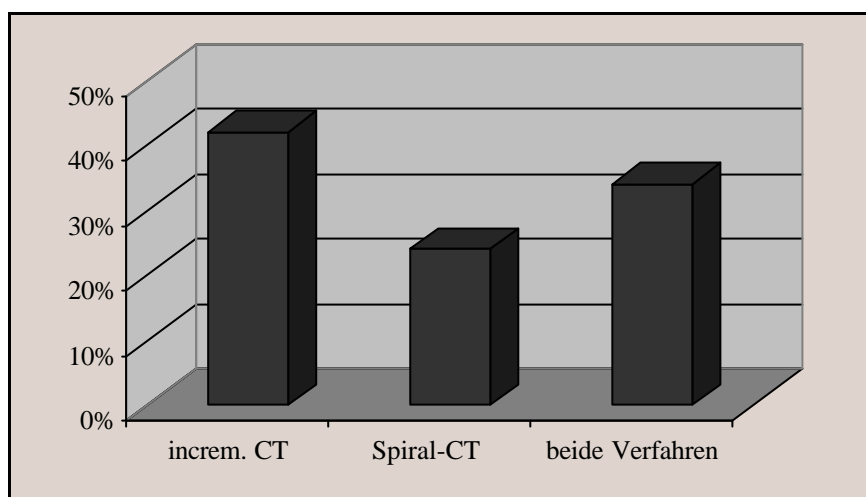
Häufigkeit der Anwendungen von Spiral-CT und incrementalem CT im Patientenkollektiv dieser Untersuchung.
